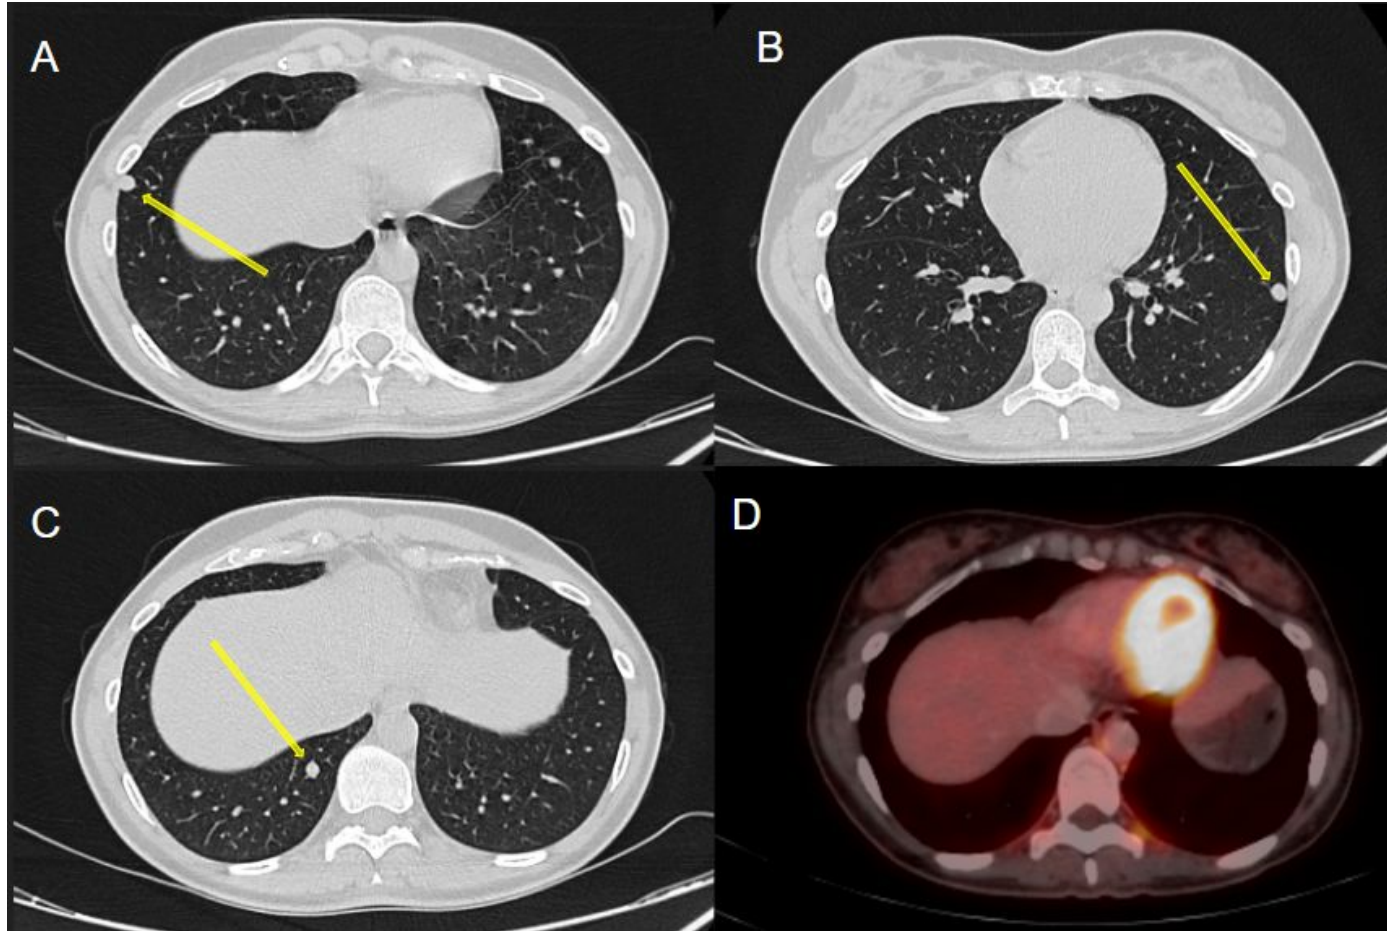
Leiomiomatosis diseminada benigna en una mujer asintomática de 38 años, 7 años después de una miomectomía para el tratamiento de fibromas uterinos. El diagnóstico se realizó mediante biopsia percutánea. La tomografía computarizada axial de tórax sin contraste a diferentes niveles (A-C) muestra múltiples nódulos pulmonares bilaterales bien delimitados (flecha) dispersos en el intersticio normal sin captación significativa de 18-FDG en la PET-TC axial (D).
